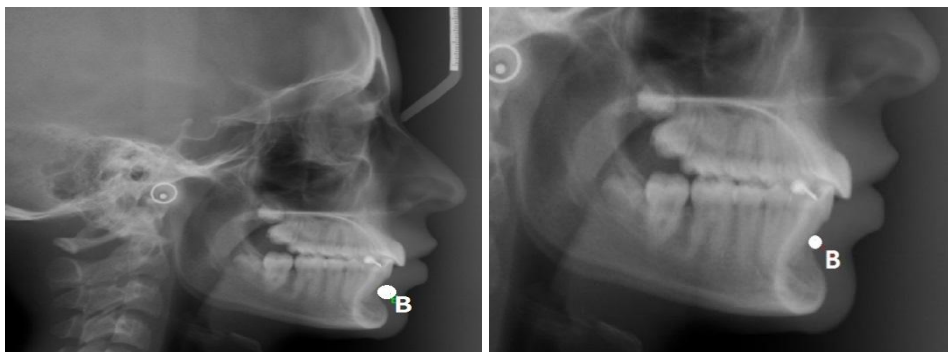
Punctul B - aspect radiografic
